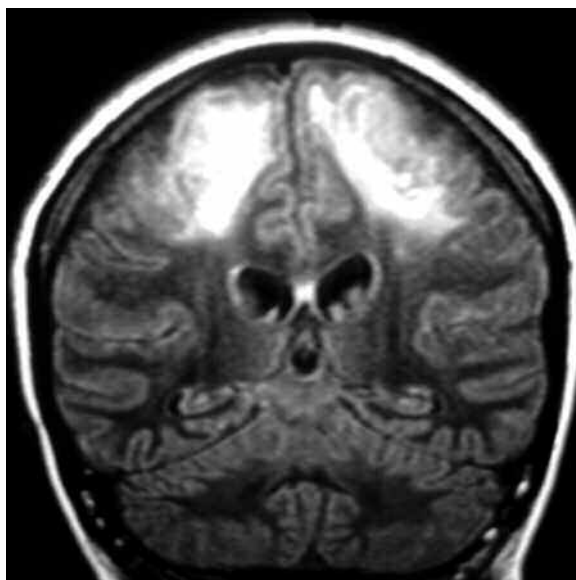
RM de cerebro, corte coronal FLAIR. Se aprecia hiperintensidad biparietal simétrica, respetando a la sustancia gris cortical.
